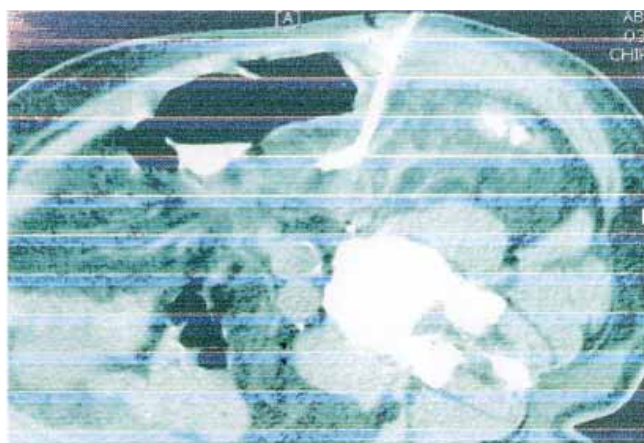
Drenaje de un absceso diverticular (7° día) por CT-Scan (fotografía del Dr. X. Delgadillo).
